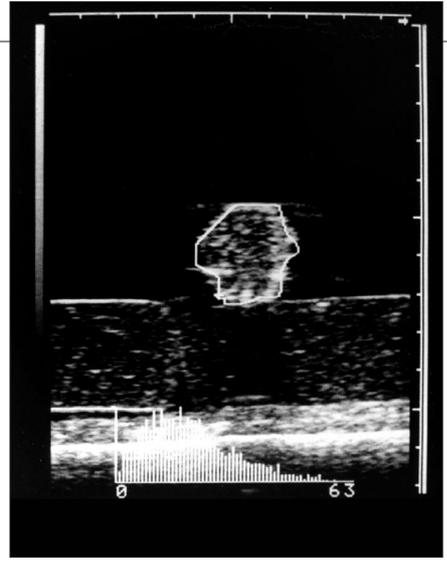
胆石の超音波像:取り出した胆石を水槽内のコンヤックの上に置いて胆石による超音波の減衰を調べたものです。胆石より実験にコンヤックを用いたことが斬新と言われて面食らった覚えがあります。
